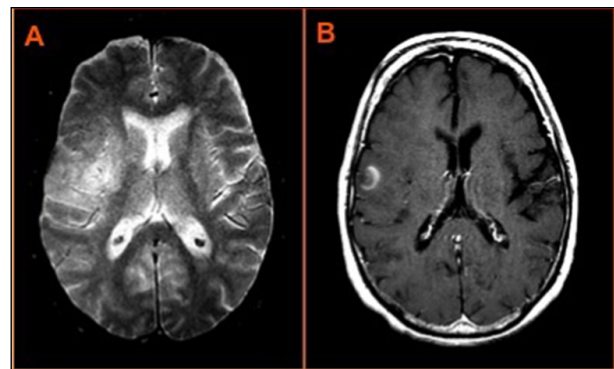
RM cerebral, en que se identifica área extensa de aumento de intensidad de señal en T2 en corteza y sustancia blanca de región opercular, alcanzando la región insular (A) y en las secuencias post-contraste en T1, zona de realce yuxtacortical (B).
